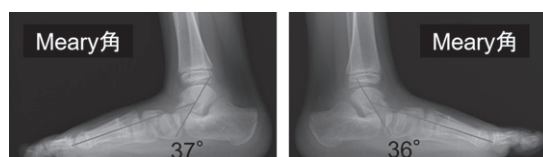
術前足部単純X線立位側面像。著しい扁平足を認める。
